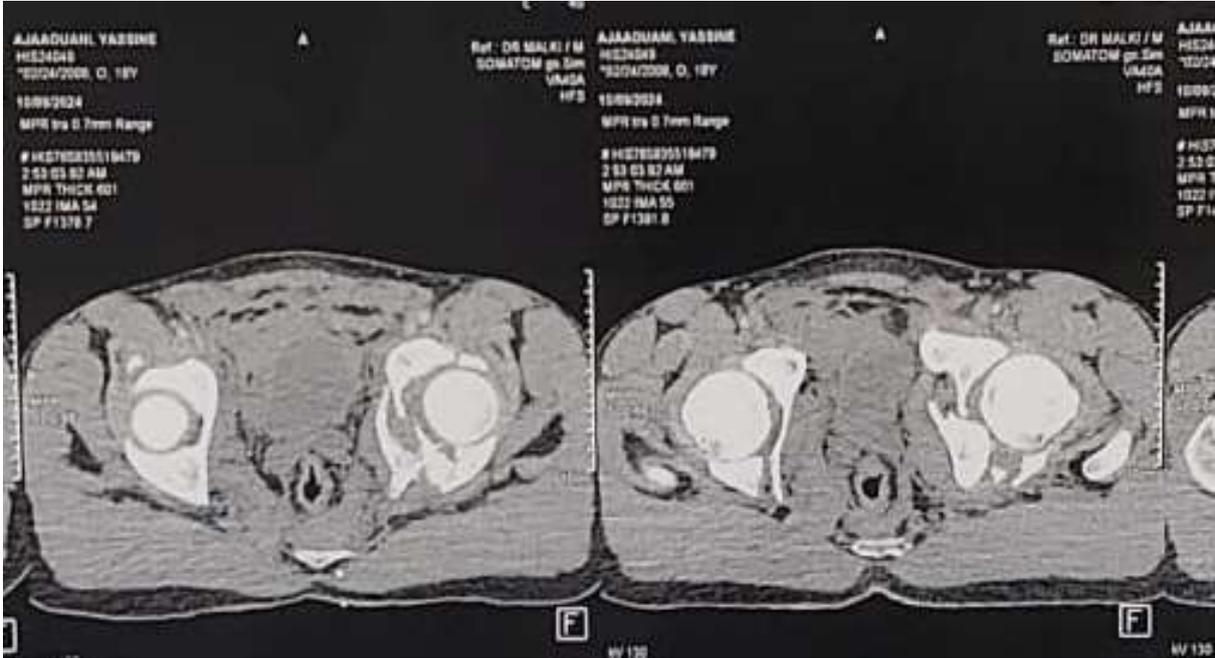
Coupes axiales TDM de la fracture en T sagittal du cotyle
